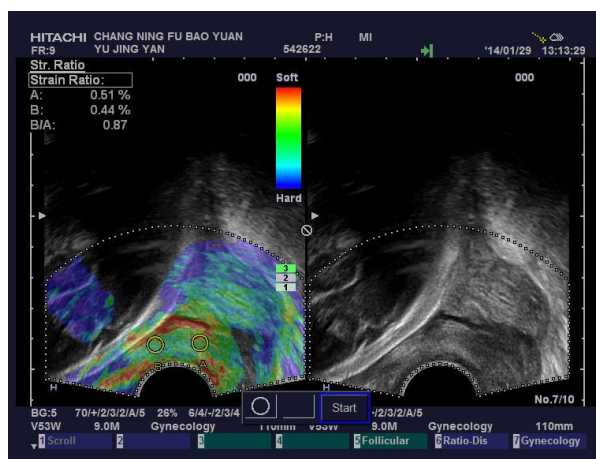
使用超声仪上弹性SR计算功能获得A、B、B/A
